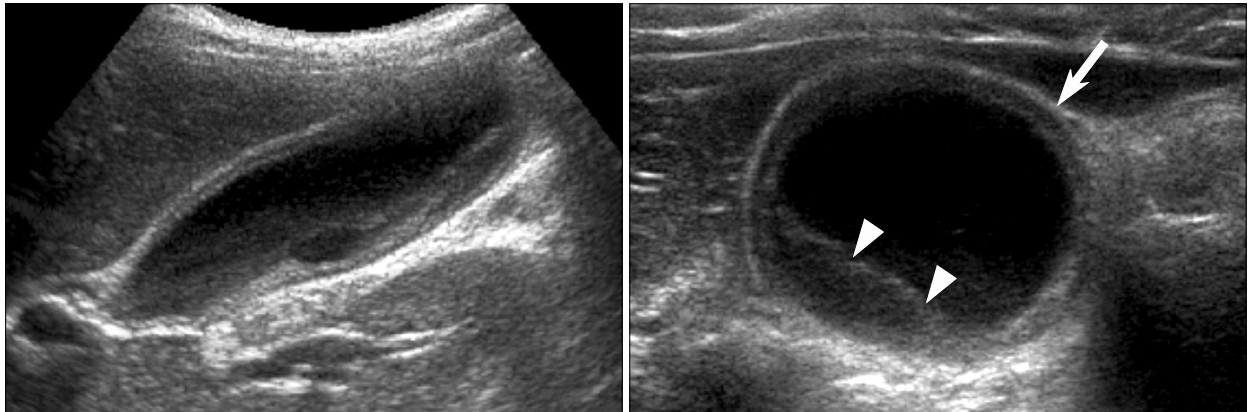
Abdominal ultrasonography shows gallbladder wall thickening (5 mm) (thick arrow) with sludge (arrow head). Sonographic Murphy sign was also identified on the examination.
